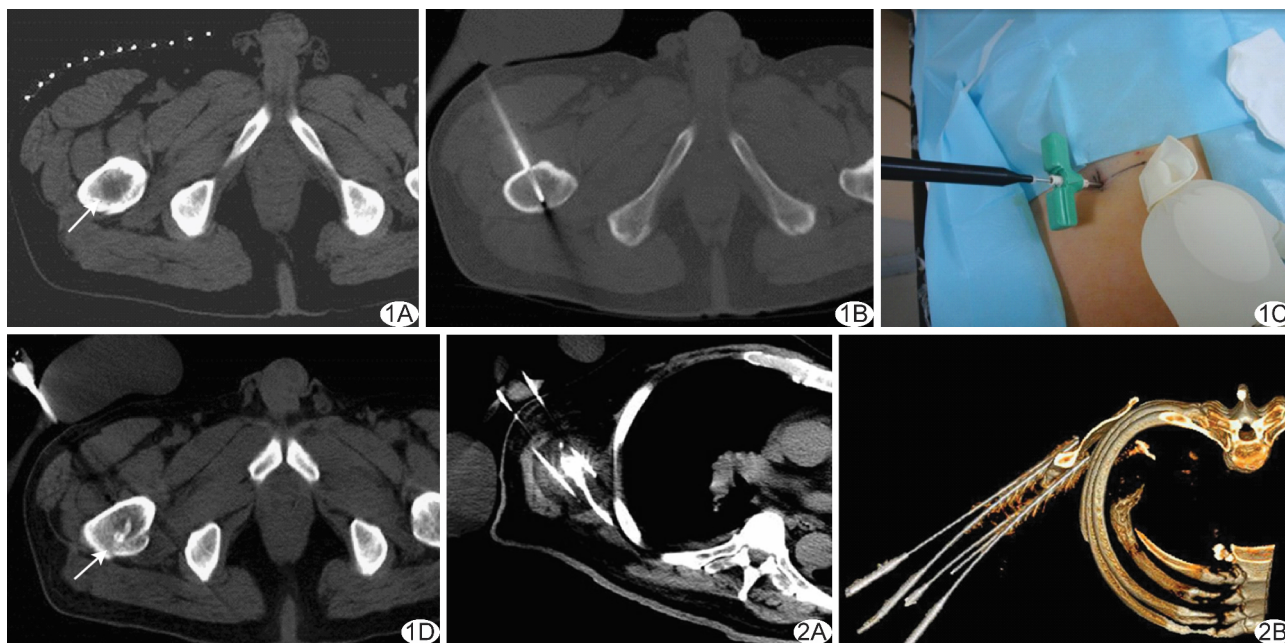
患者男,65岁,肝癌,右侧股骨转移 A. CT图像示转移瘤局限于右侧股骨近段(箭),为直径约1.6 cm的密度减低区;B. 将14G冷冻探针经8G活检外套针穿刺入病灶;C. CT图像示冷冻探针位于病灶中心;D. 冷冻结束后拔出探针,经骨穿针注入2 ml骨水泥(箭),并行CT扫描 图2 患者男,57岁,肺癌,右侧肩胛骨转移 A. 将17G冷冻探针穿刺入右侧肩胛骨转移灶两侧进行冷冻消融,术中CT监测图像见低密度冰球形成并完全覆盖病灶;B. 术中CT三维重建观察冷冻探针与病灶相对位置关系
